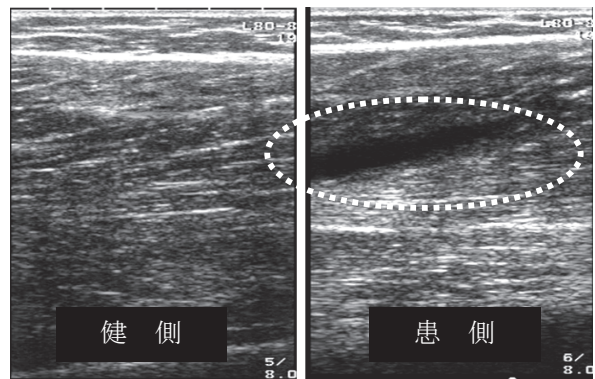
被験者の大腿部後面の超音波画像 (長軸像)
